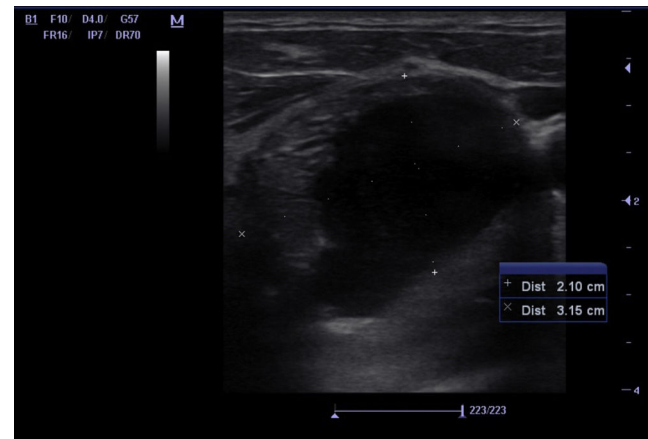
Ecografía de un nódulo en el lóbulo tiroideo izquierdo.
